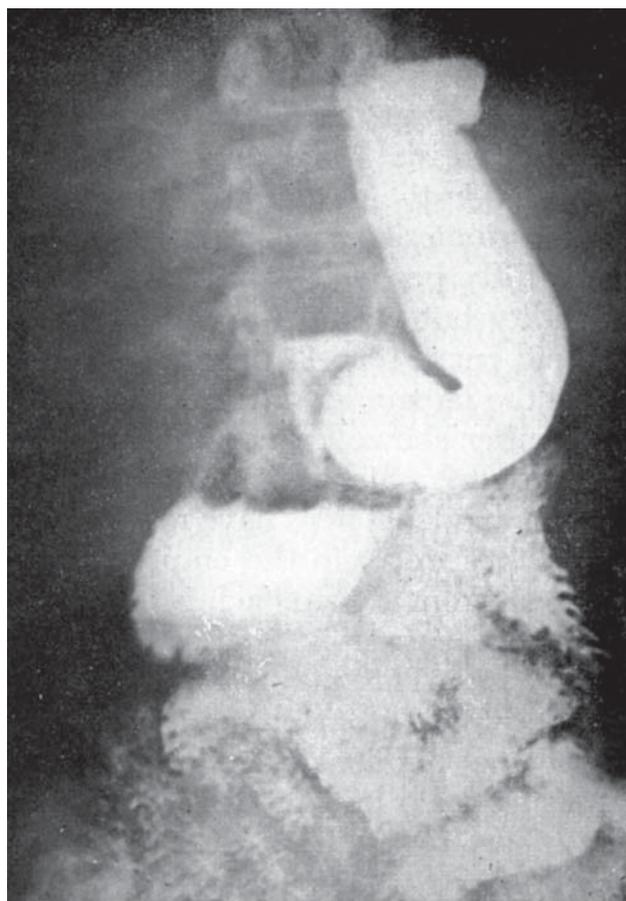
Выраженный дуоденостаз у пациентки после холецистэктомии. Рентгенография с пероральным контрастированием: ДПК значительно расширена (ширина просвета больше, чем тело желудка) и заполнена контрастом и газом (по H.L. Vockus [34])
